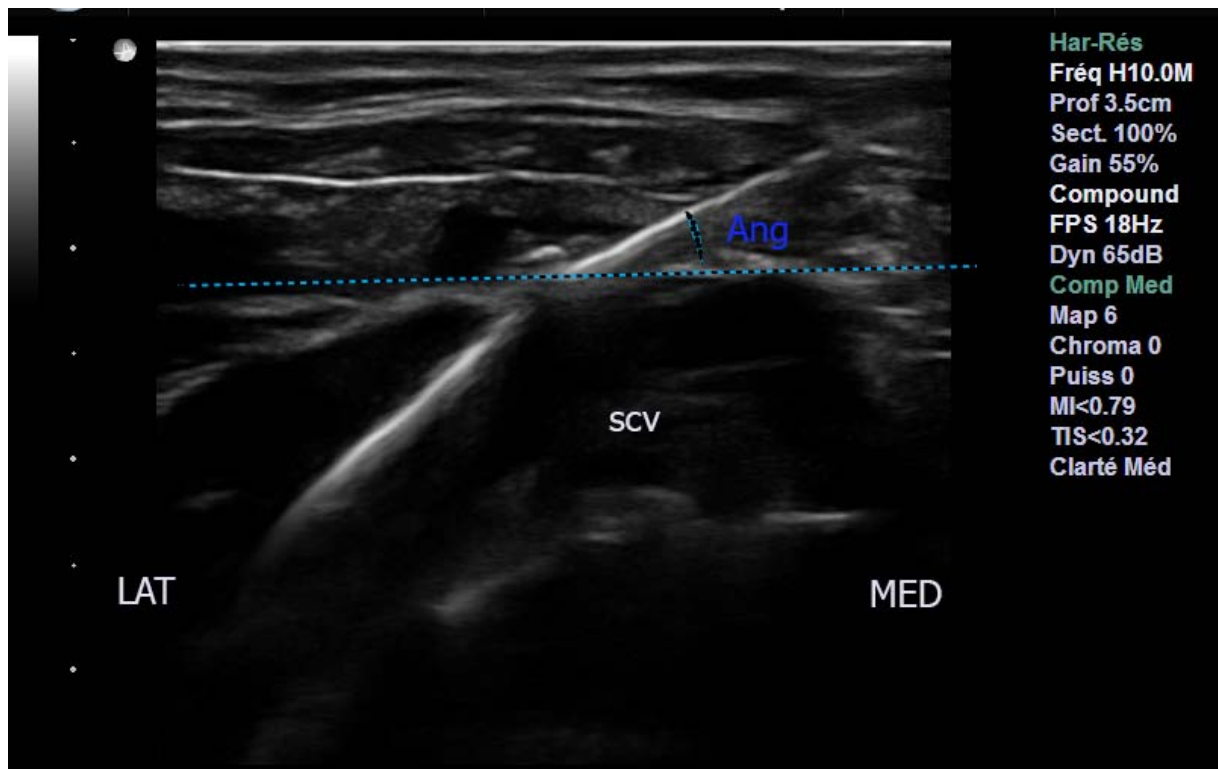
Image échographique montrant la mesure de l'angle de ponction lors du cathétérisme de la veine sus claviculaire (VSC). Ang : angle de ponction défini comme l'angle formé par le guide métallique et une droite passant par le point d'entrée du guide métallique dans la VSC et parallèle à la peau.
